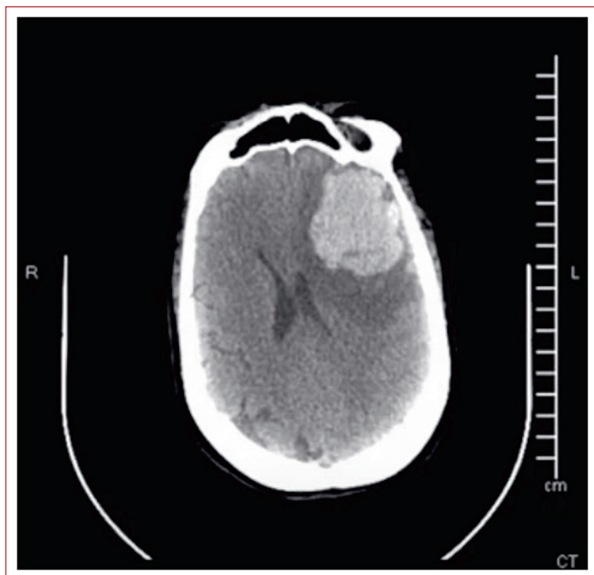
Tomografía computarizada simple cerebral que muestra un hematoma intraparenquimatoso agudo frontal izquierdo con un volumen aproximado de 51 ml, que condiciona desviación de la línea media por 10 mm hacia la derecha.
